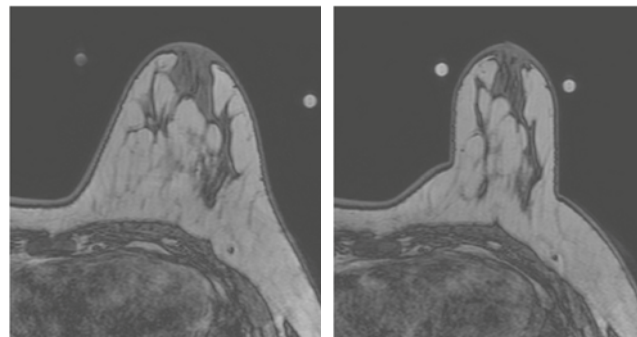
MRI de la mama sin deformar (izquierda), MRI de la mama deformada (derecha).
